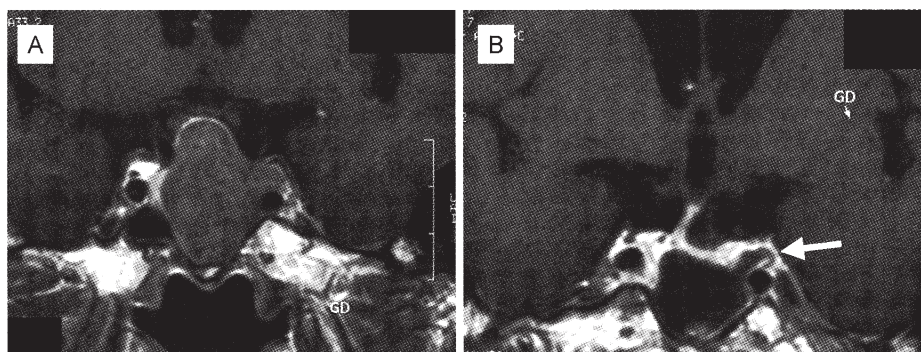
MRI of case 2. A: preoperative MRI showing cavernous sinus invasion of pituitary adenoma. B: post operative MRI showing complete resection of the tumor in the left cavernous sinus (arrow).
